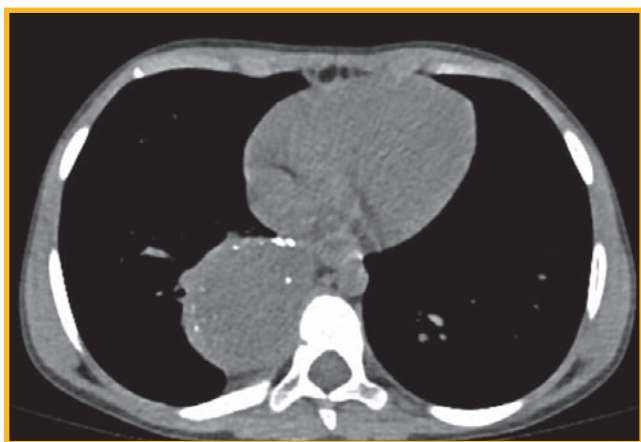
Компьютерная томография органов грудной клетки без контрастирования от 26.03.24
